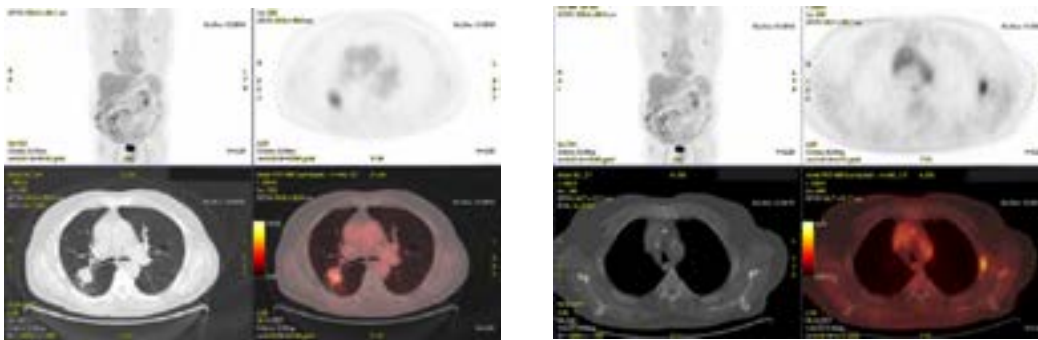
PET-TC al diagnóstico donde se aprecia nódulo hipermetabólico en LSD (33 x 34 mm) (SUVmax 4.9). A nivel óseo se aprecia una lesión en arco costal izquierdo.
